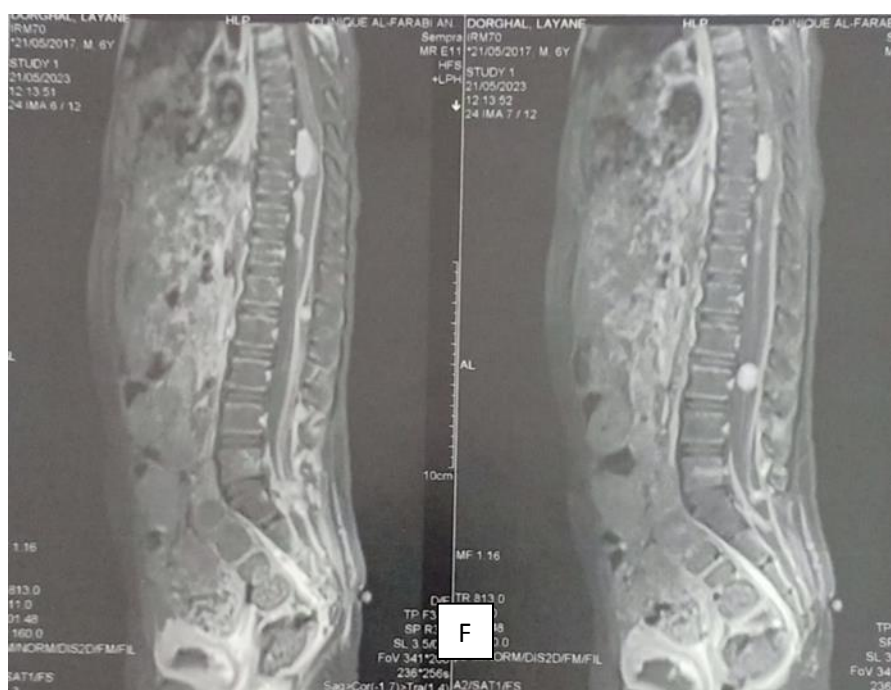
F): IRM coupe sagittale médullaire dissémination médullaire du médulloblastome désmoplasique 1 année après la chirurgie sans atteinte cérébrale.
